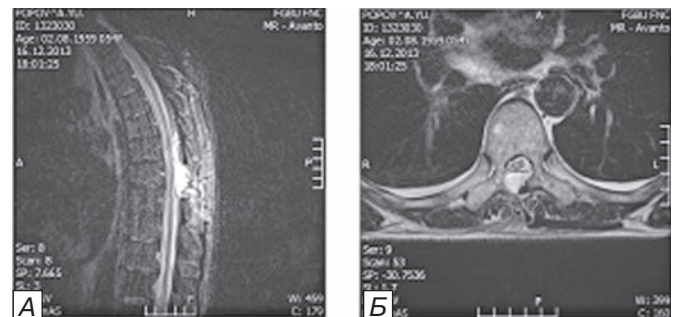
МРТ грудного отдела позвоночника пациента П. после операции в Т2 ВИ: в а) сагиттальной и б) аксиальной проекциях. Описание в тексте.
